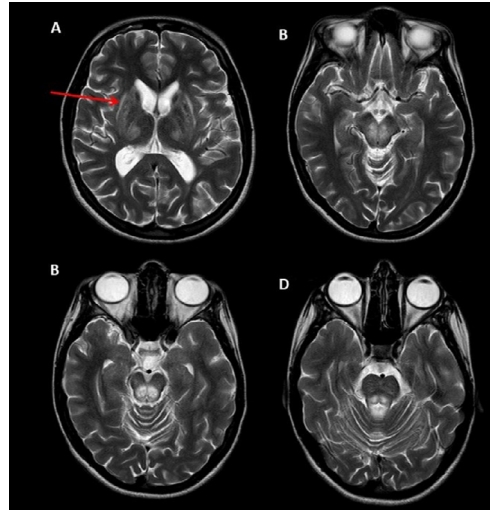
(A-D). Ressonância magnética cerebral com extenso hipersinal em T2, intersectando o núcleo caudado, o putâmen, tálamo, pedúnculos cerebrais e o tegmento mesencefálico, bem como a vertente posterior da protuberância, bilateralmente. Na figura 3-A é visível o hipersinal em T2 do claustrum bilateralmente, um sinal conhecido como *bright caudatum sign*. O achado mais típico em ressonância magnética cerebral é o hipersinal do putâmen pedúnculo cerebeloso superior, em sequência ponderada em T2, um aspeto típico reconhecido como *sinal do panda*, presente em estadios avançados da doença¹⁰. Ainda que o “sinal do panda” não seja evidente, o conjunto de achados visíveis nestas imagens favorecem o diagnóstico.
